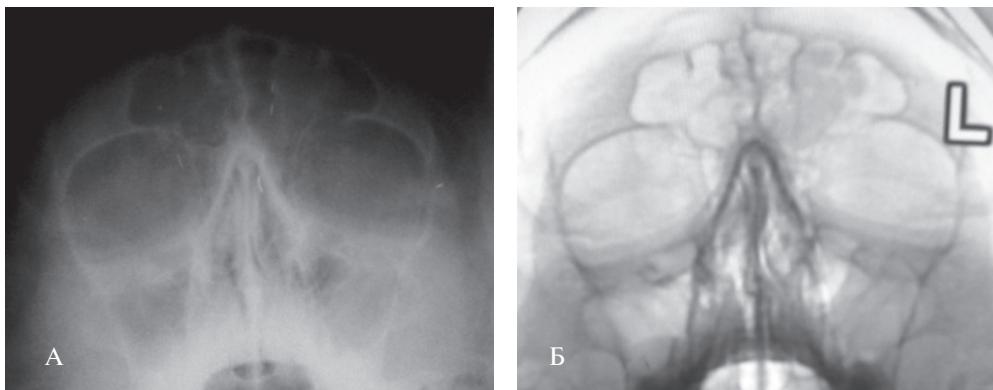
Пациент А., диагноз: полисинусит. А. Рентгенограмма придаточных пазух носа, прямая проекция, доза – 229 мкЗв [3]. Б. Рентгенофлюорограмма придаточных пазух носа, доза – 30 мкЗв (средняя – 100 мкЗв) [7]
